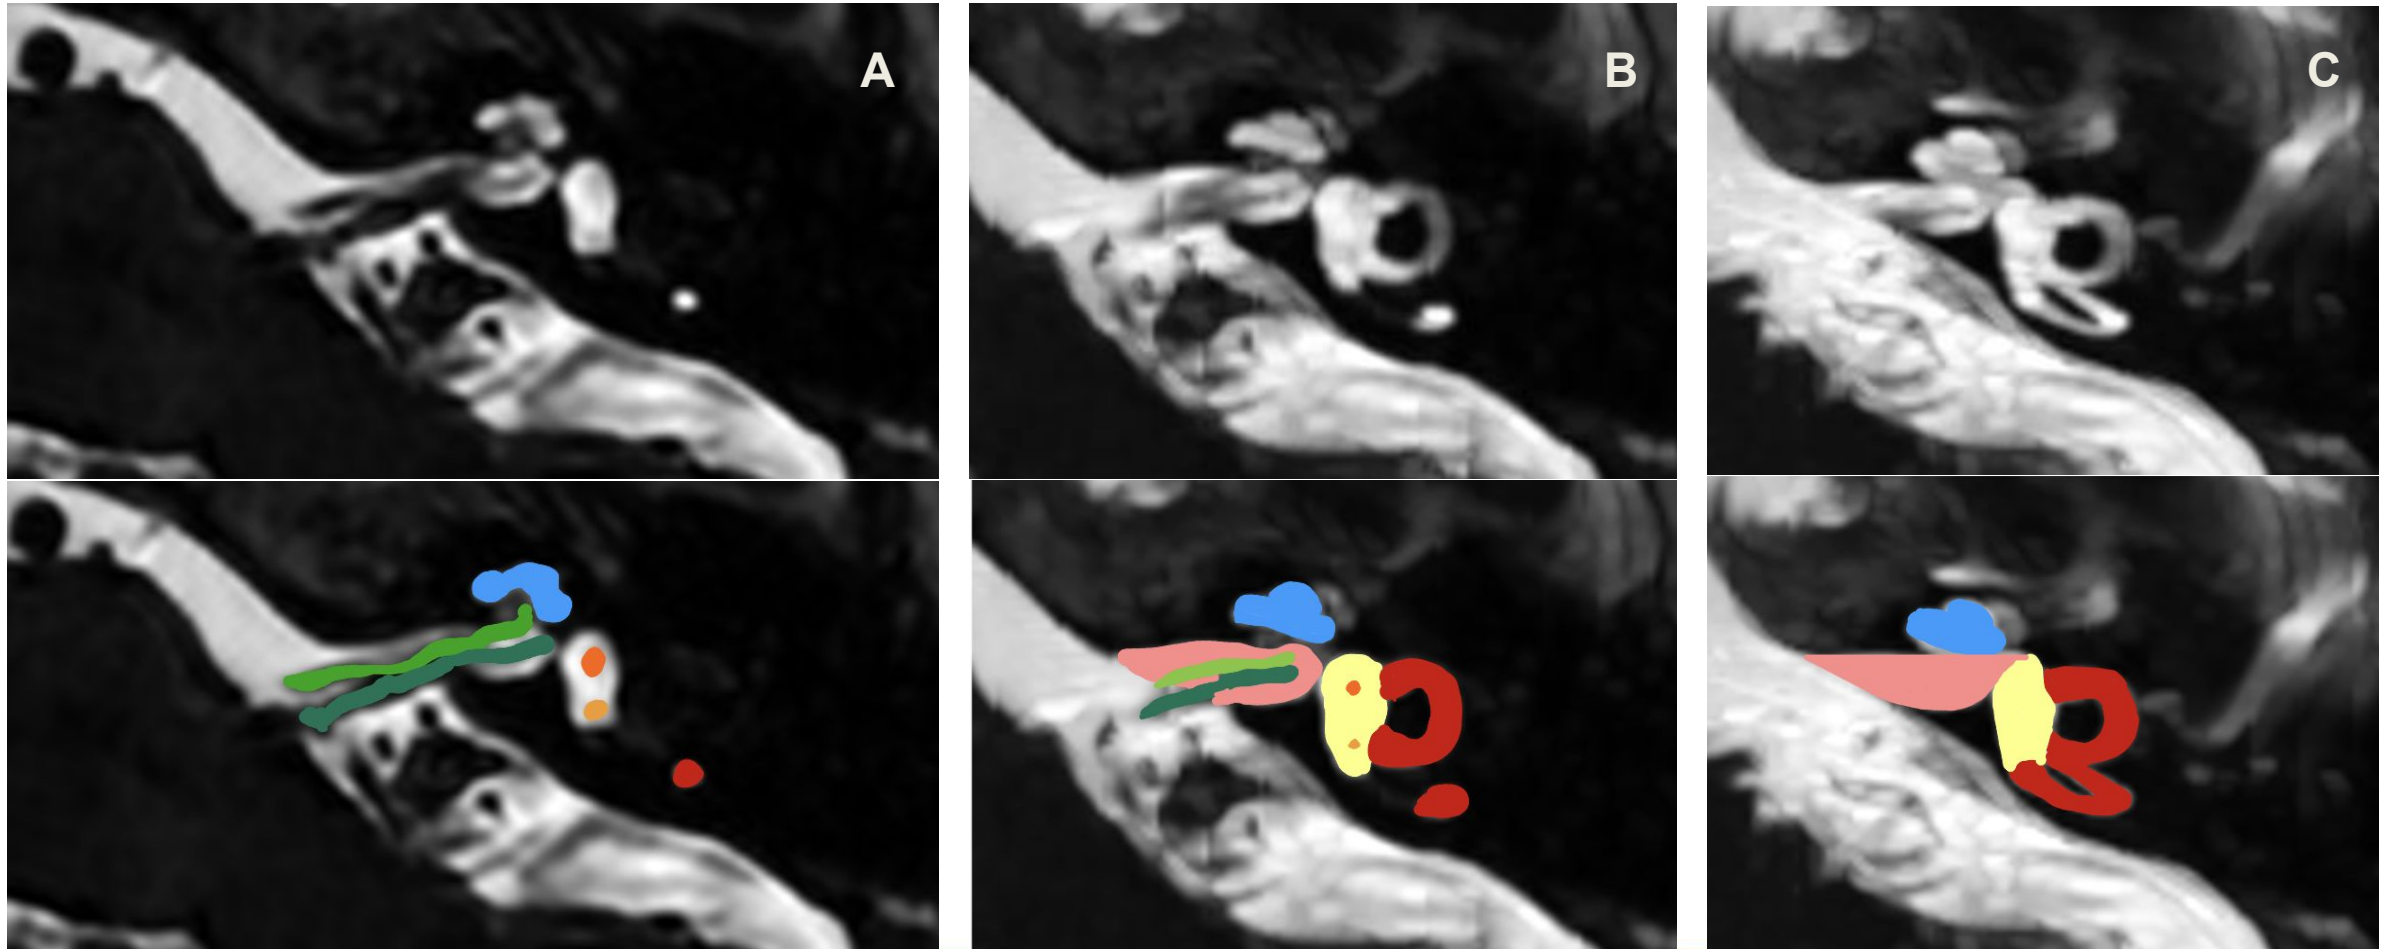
Anatomía en RM axial 3D FSE isotrópica. Reconstrucciones MIP de 2 (B) y 10 mm (C). Verde claro: Nervio coclear. Verde oscuro: Nervio vestibular. Rosa: CAI. Azul: Cóclea. Amarillo: Vestíbulo. Naranja: Utrículo. Amarillo oscuro: Sáculo. Rojo: Canales semicirculares.
